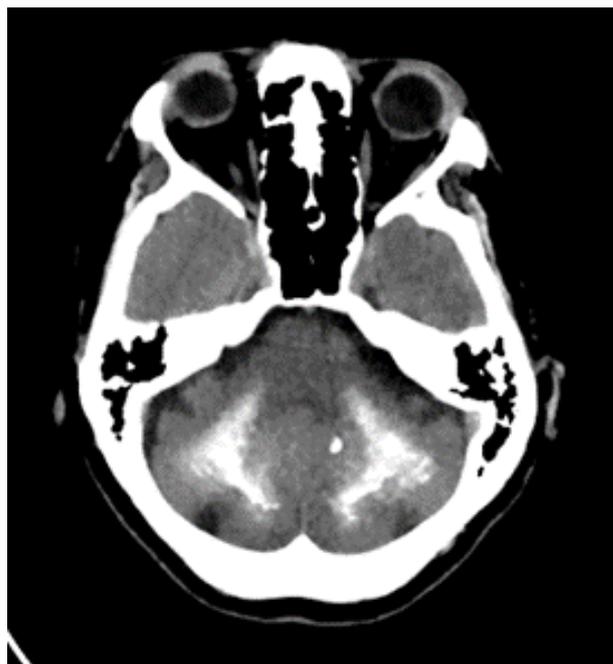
Tomografía cerebral simple, corte axial (Calcificaciones cerebelosas)
